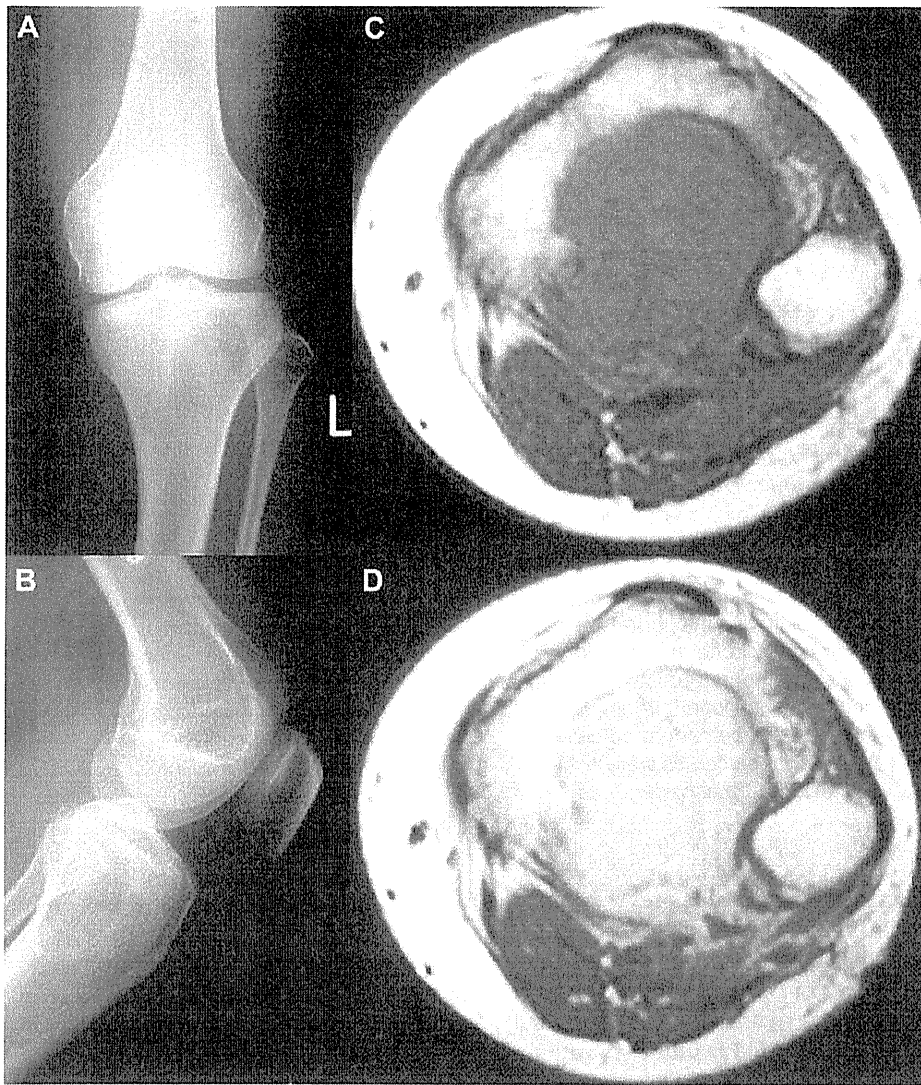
A Anteroposterior view indicating a lytic lesion with no marginal sclerosis of the left proximal tibia. B Lateral view. C Tumor mass, homogeneous isointense to skeletal muscle, on T1-weighted axial image. D Tumor
